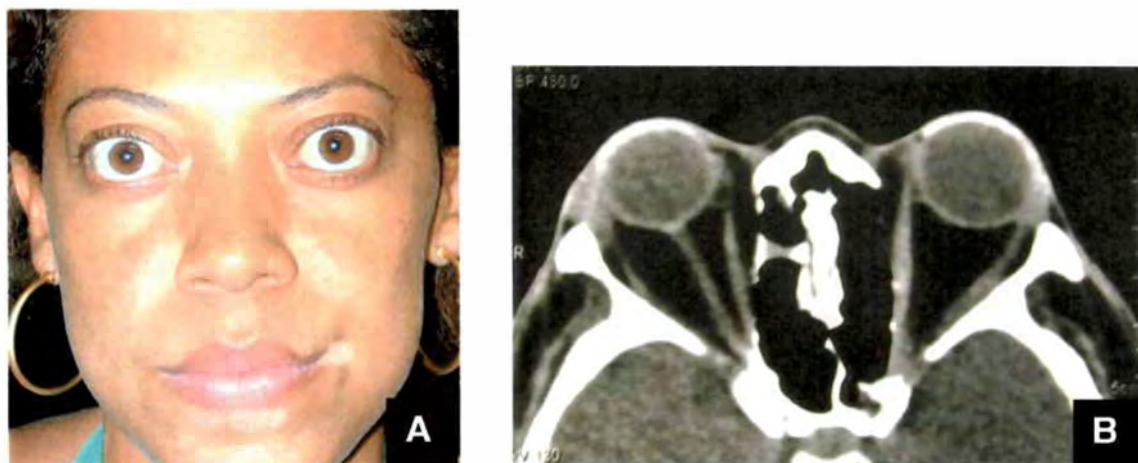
A. Paciente com orbitopatia de Graves (OG) - subtipo 1, apresentando áreas hipocrômicas periorais, mostrando a associação da OG com vitiligo. B. Tomografia computadorizada de órbitas, em corte axial, da mesma paciente, mostrando musculatura extra-ocular normal e proptose secundária ao aumento do conteúdo adiposo orbitário
